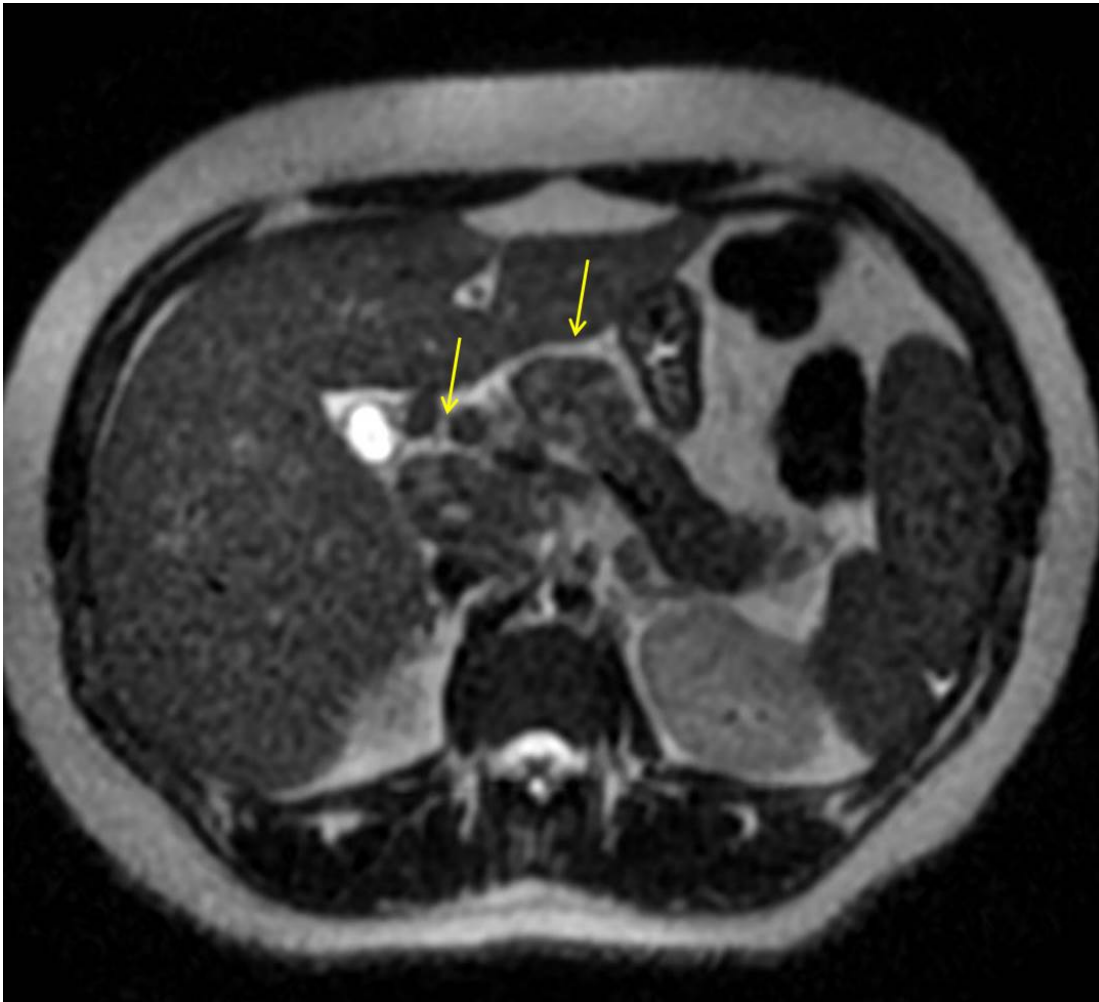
Reformatação axial de ressonância magnética de abdome, sequência ponderada em T2, evidenciando linfonodomegalias com centro necrótico/liquefeito no hilo hepático.
